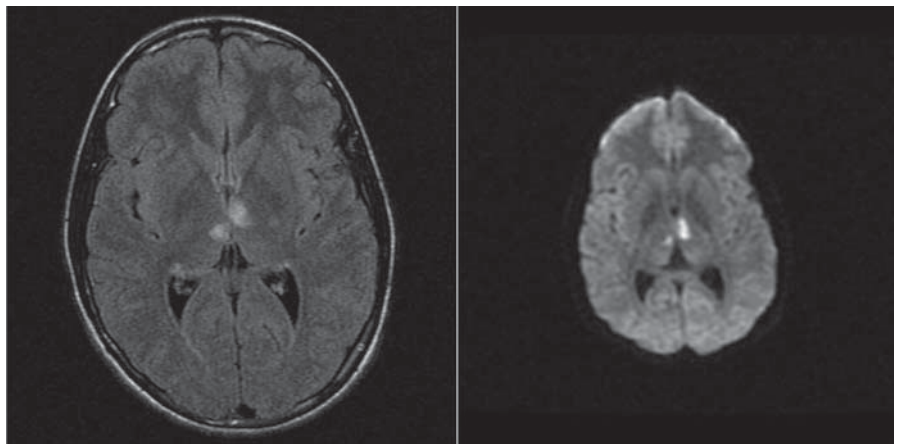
Ressonância magnética: Na sequência FLAIR, plano axial (esquerda) visualizam-se lesões hiperintensas talâmicas bilaterais. O estudo por difusão (direita) mostra restrição à difusão das moléculas da água sugerindo isquemia aguda.
